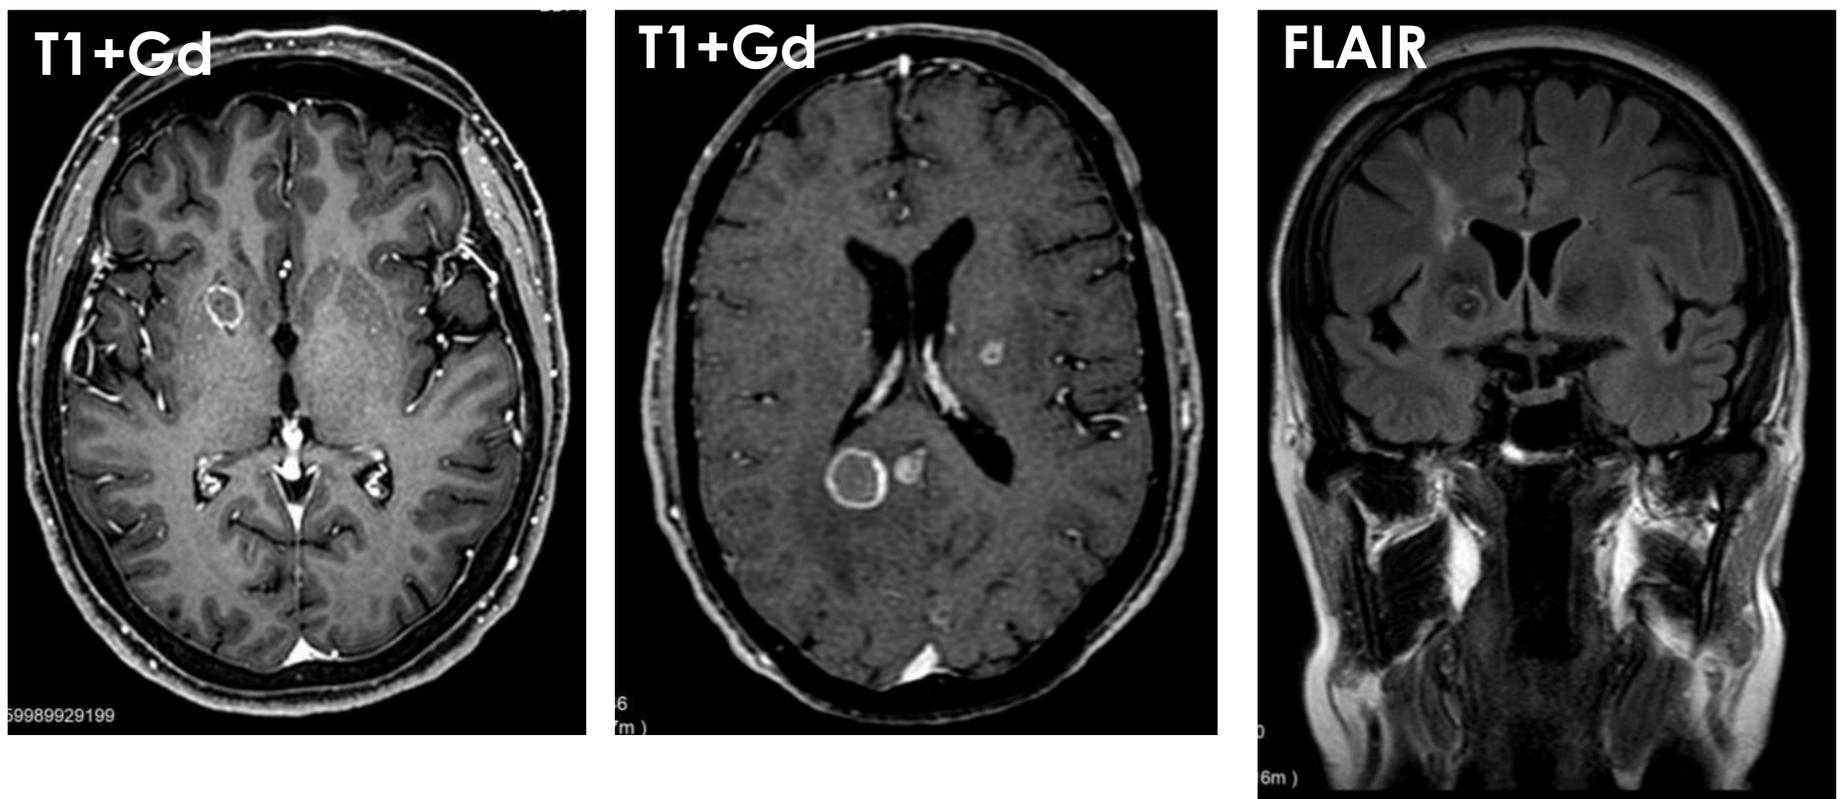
Se pueden observar varias lesiones focales con captación periférica en anillo en región de ganglios basales de forma bilateral compatibles con abscesos. Asocian a su vez edema vasogénico, más patente en el FLAIR.
